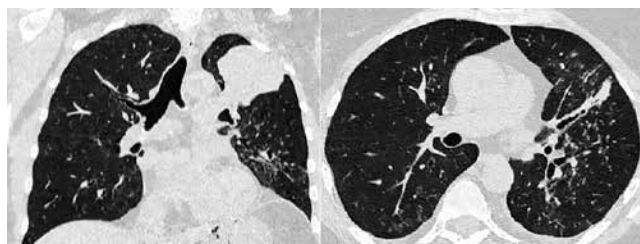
КТ ОГК от 12.10.2021 пациентки Т.
